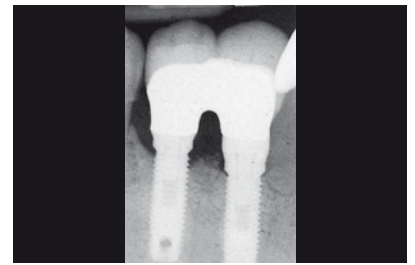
4 anni dopo l'intervento, la radiografia mostra un elevato livello di osso denso intorno agli impianti.
